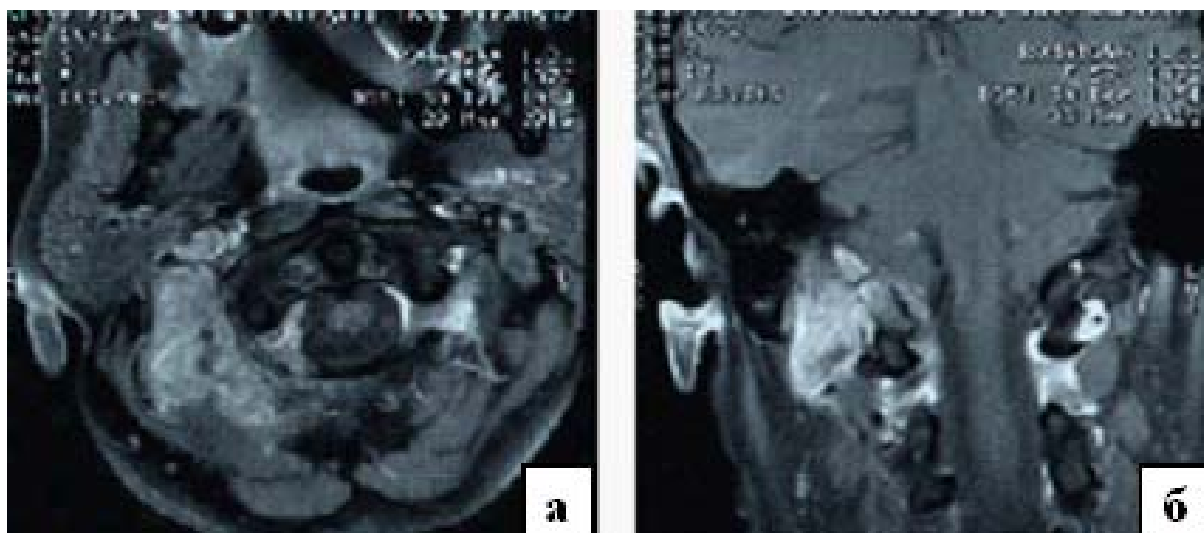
МРТ – картина крупного метастатического узла в краниовертебральном переходе справа в аксиальной (а) и коронарной (б) проекциях. Опухоль негетерогенно интенсивно накапливает контрастное вещество.
